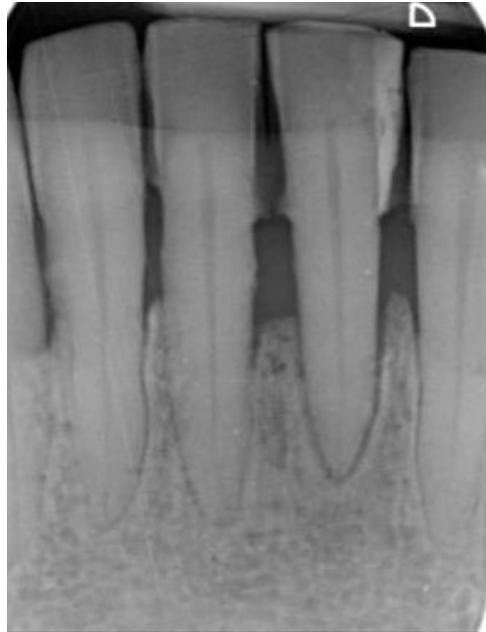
Radiographie d'une lyse osseuse de la moitié radicaire au niveau des dents antérieures mandibulaires.
